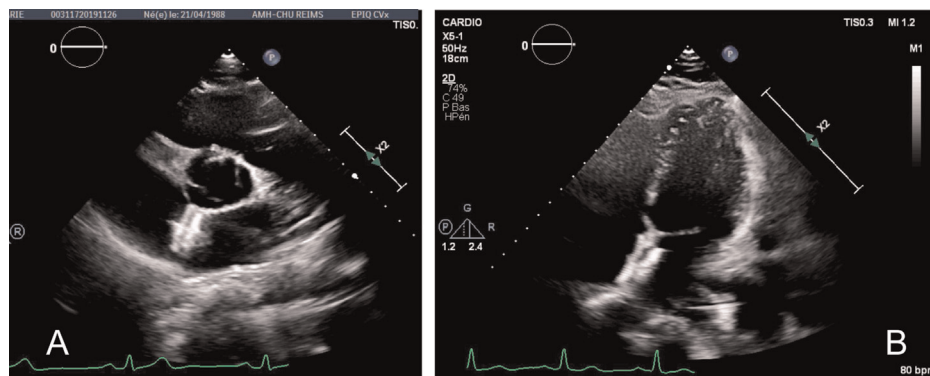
Visualisation du dispositif de fermeture d'un foramen ovale perméable (FOP) en échocardiographie trans-thoracique (ETT). Coupe parasternale gauche du petit axe à l'étage des gros vaisseaux. Coupe apicale des 4 cavités.
